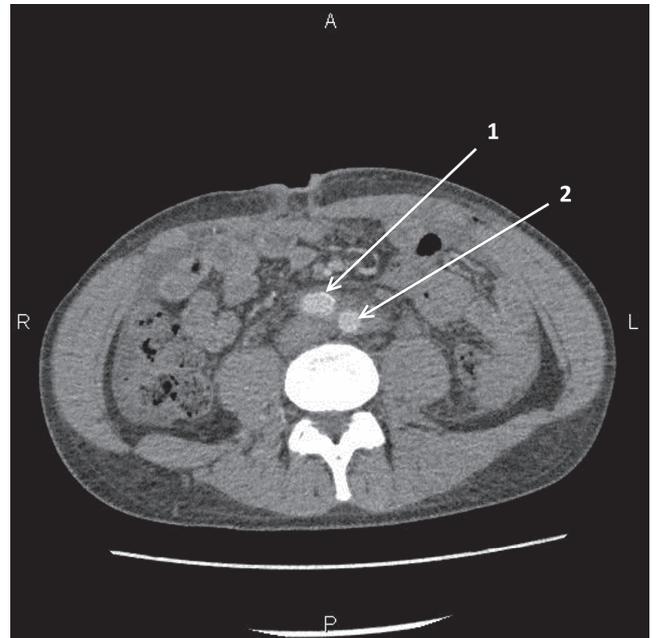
Мультиспиральная компьютерная томограмма органов брюшной полости после операции: 1 – правая общая подвздошная артерия, 2 – левая общая подвздошная артерия. Нижняя полая вена не визуализируется в артериальную фазу контрастирования
